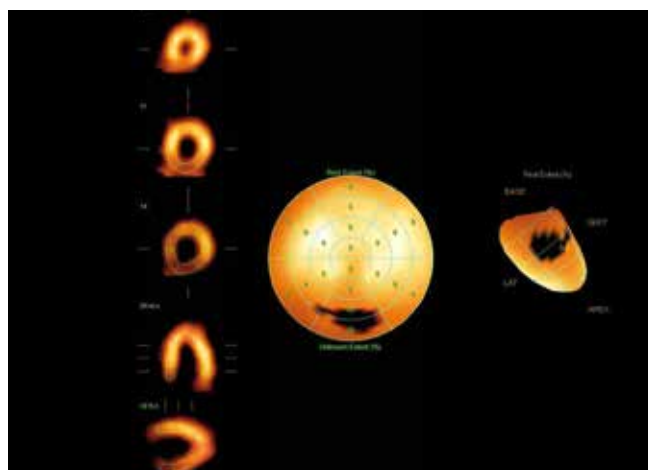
Синхро-ОФЭКТ пациента С. через 6 дней после операцииFig. 7 Synchro-SPECT of patient S. 6 days after surgery
